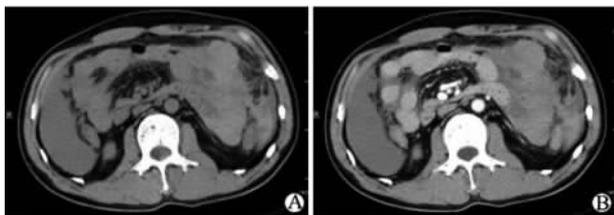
患者腹部 CT 平扫(A)及增强(B)影像
